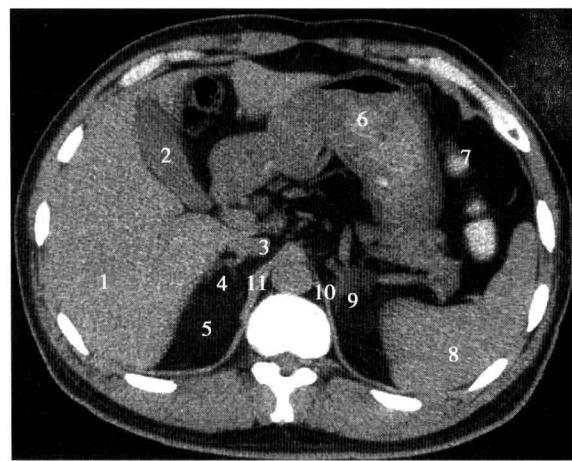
腹膜后第 2 水平断面 CT 图像
